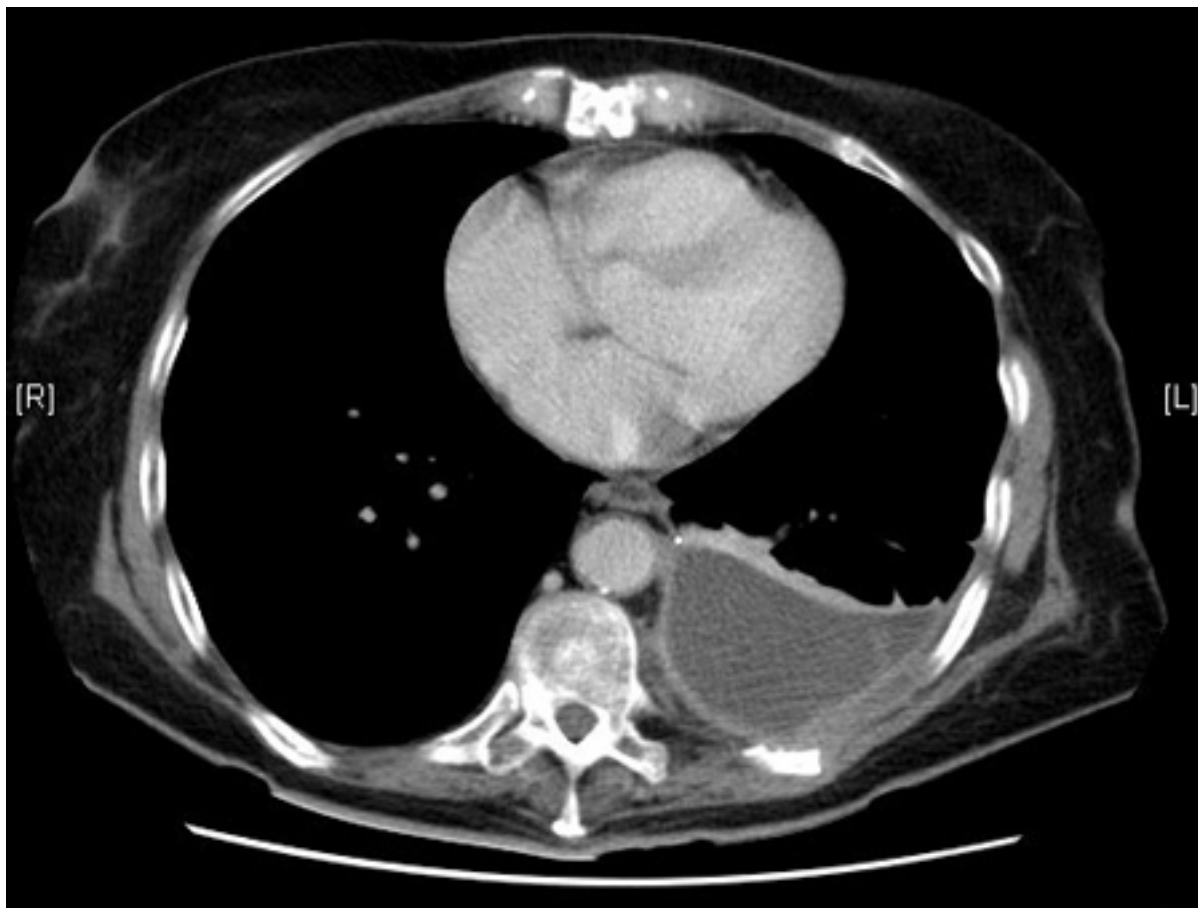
Tomografia computadorizada (TC) de empiema torácico
